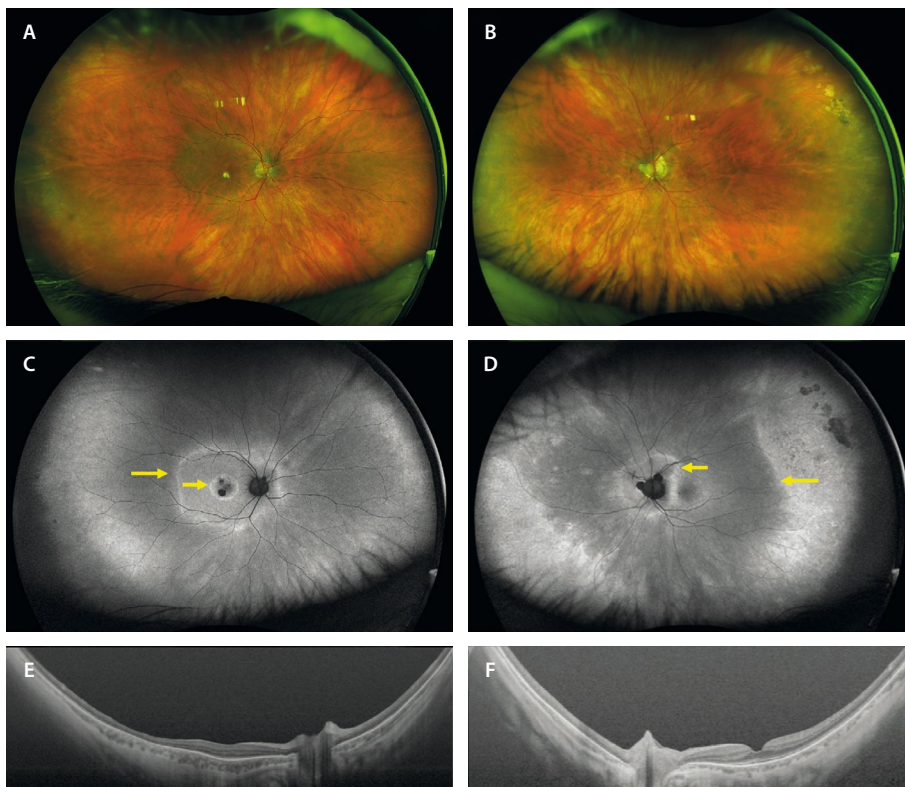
Retinopatía asociada a cáncer. Mujer de 62 años con antecedentes de carcinoma de mama 3 años antes. Inicia pérdida visual, escotomas, nictalopía y fosfenos. A y B) Retinografía de campo ultraamplio que muestra atrofia retiniana difusa en ambos ojos. C y D) Autofluorescencia azul: se aprecia una imagen de doble anillo (flechas amarillas) perifoveal en el ojo derecho (C) y peripapilar y periférico en el ojo izquierdo (D). E y F) La tomografía de coherencia óptica muestra atrofia de la retina externa con preservación subfoveal en «platillo volante». Imagen cortesía del Dr. Víctor Llorens, Hospital Clínic de Barcelona.
